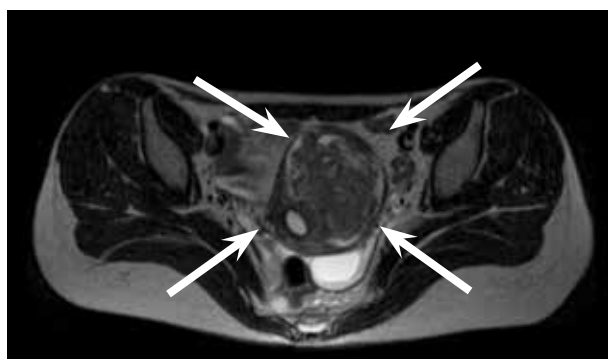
МРТ органов малого таза, аксиальная проекция: визуализируется гигантская миома матки (отмечено стрелками)
